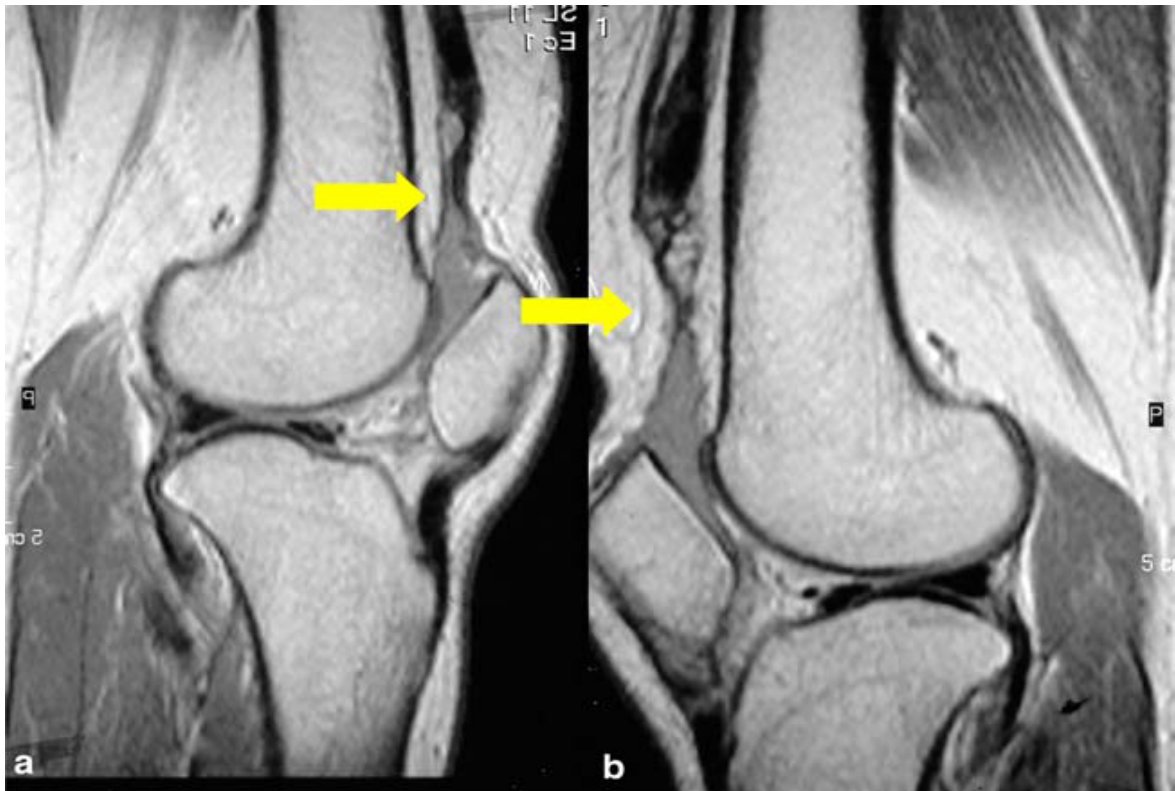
Images ponctuées de l'IRM par densité du proton, du genou droit (a) et gauche (b) montrent : une rupture des tendons quadricépitaux (flèche) au niveau du pôle supérieur de la rotule, une rétraction proximale de ces tendons rupturés avec fragments osseux, du tissu fibreux sus-rotulien et hémorragie [32].
